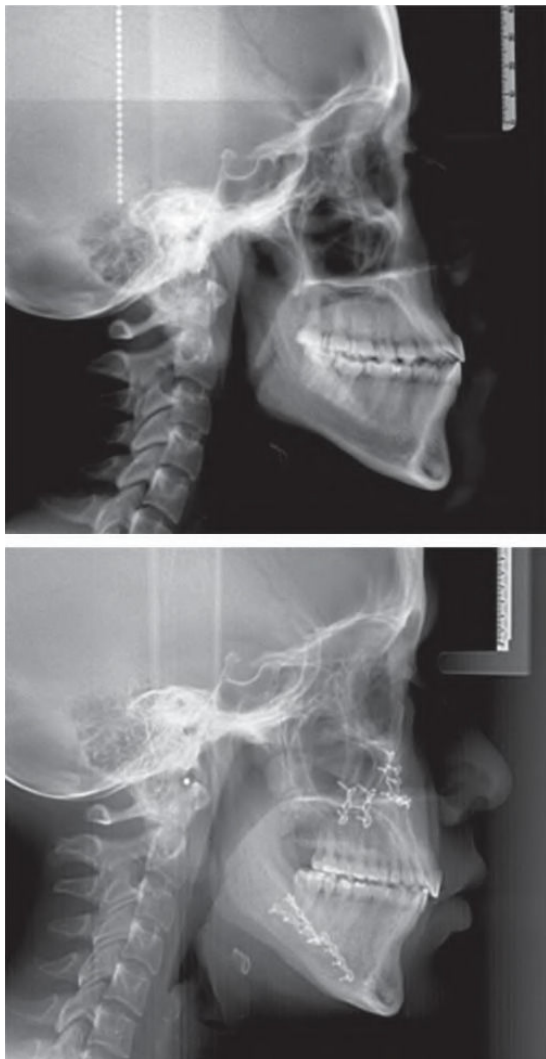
Radiografías laterales de cráneo; inicial y final.
